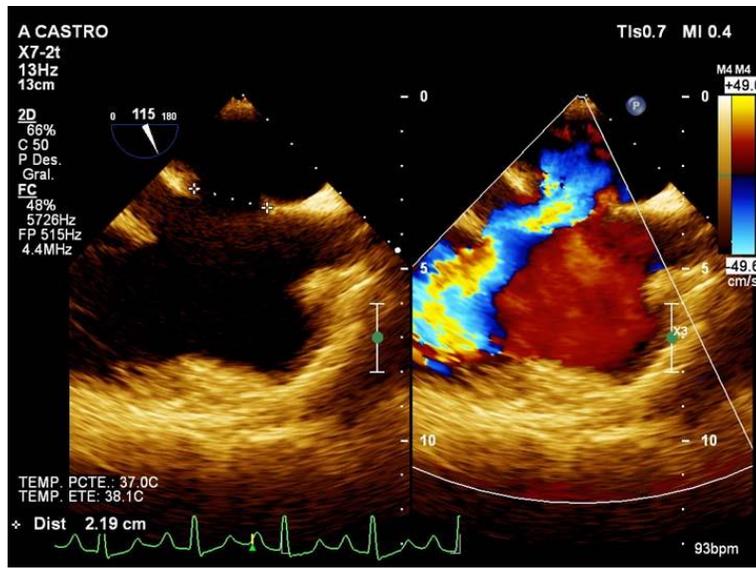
ETE vista bicava; A: Defecto del tabique interauricular modo 2D; B: Doppler color cortocircuito de izquierda a derecha.
